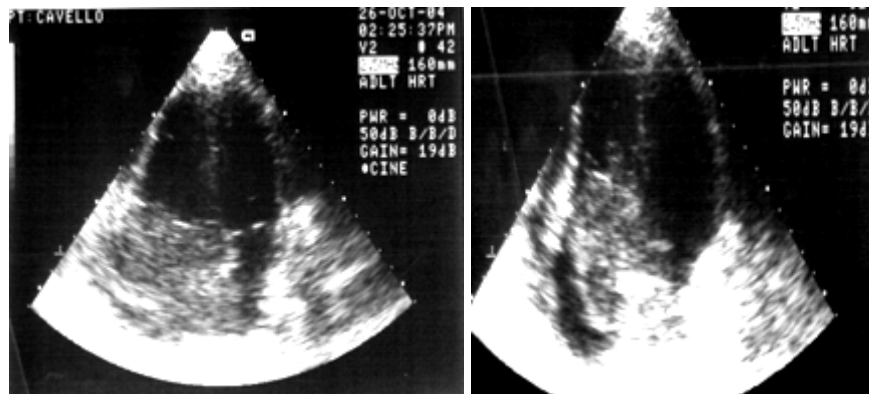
Ecocardiograma 2D.
